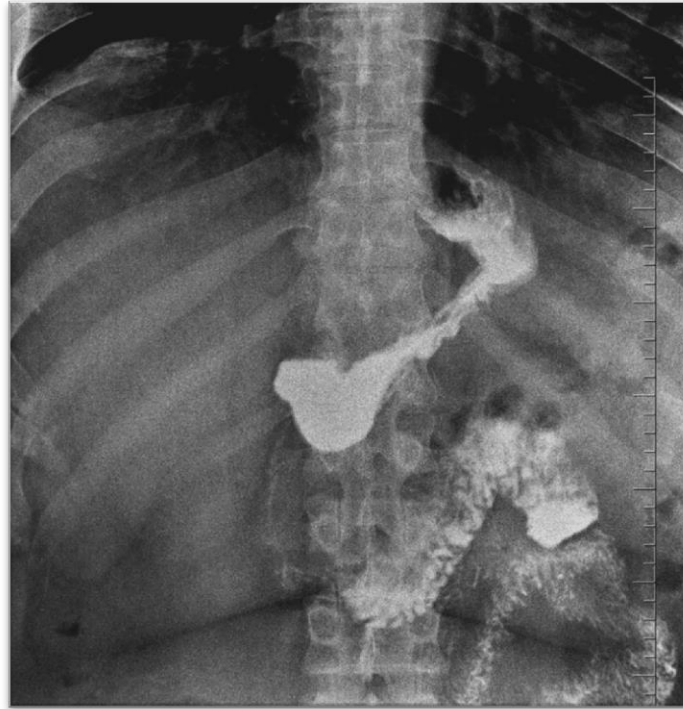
Рентгеноскопия желудка у пациента с ГЭРБ на фоне ГПОД перед введением ботулотоксина в привратник
